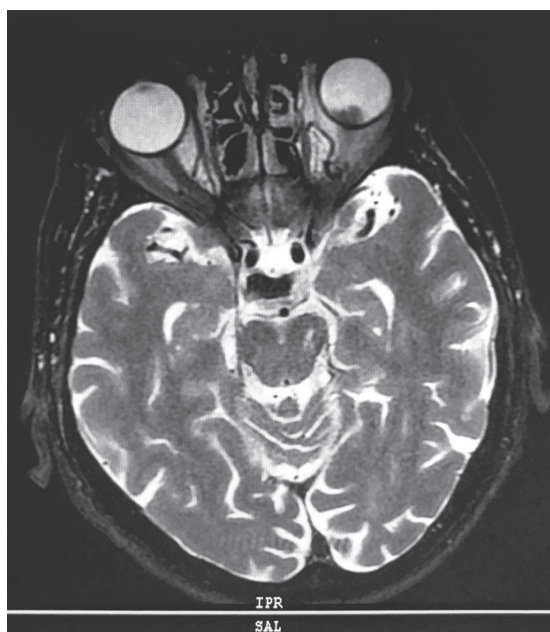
Магнитно-резонансная томография орбит. Видна внутриглазная опухоль в проекции зрительного нерва
